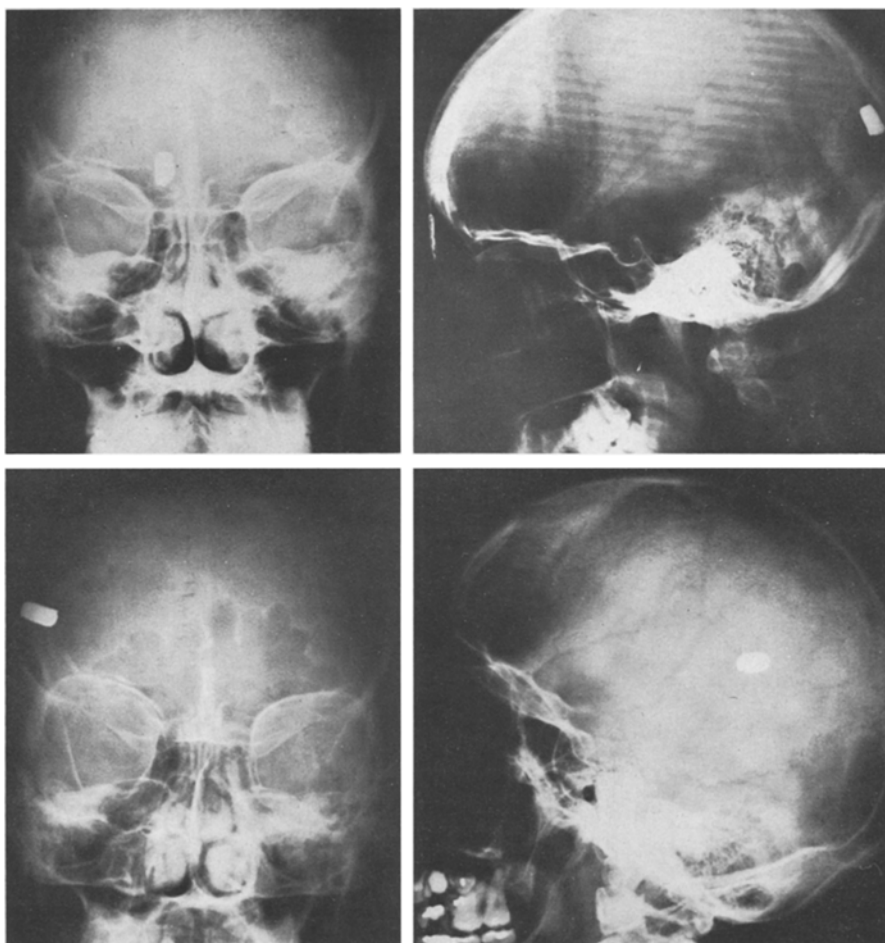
Röntgenaufnahmen des Schädel (Fall 1) mit dem Projektil rechts occipital paramedian bei Rückenlage der Patientin (oben), bei Seitenlage wandert das Projektil nach parieto-temporolateral (unten, so daß angenommen werden mußte, daß das Projektil frei im Subduralraum lag
